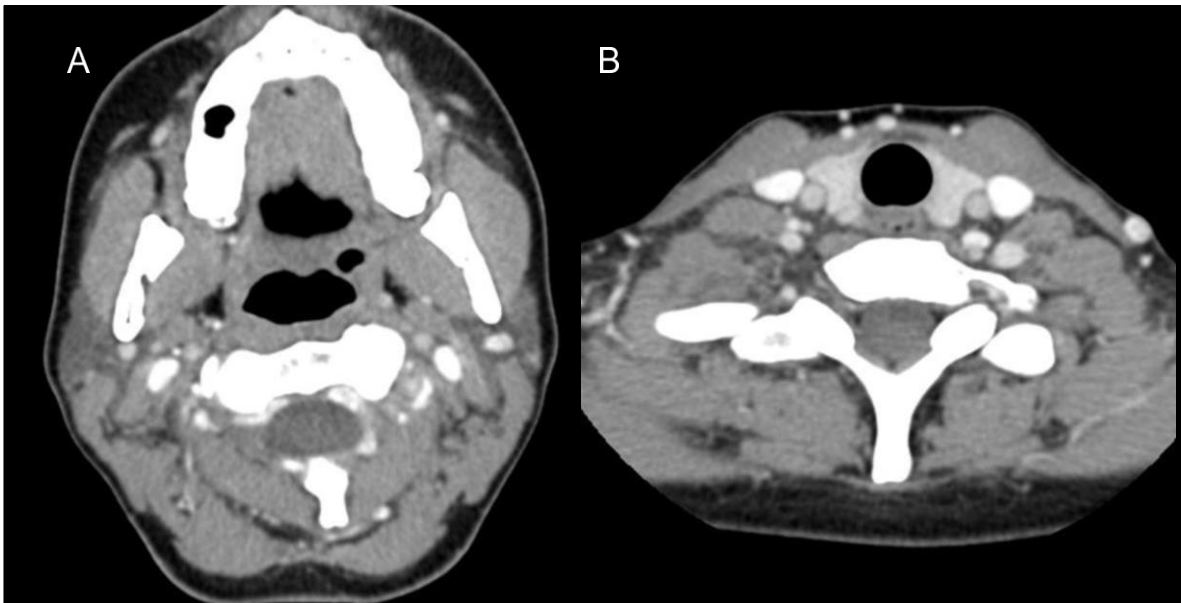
Tomografías contrastadas que representan el espacio carotídeo suprahioideo (A) e infrahioideo (B) (9).
